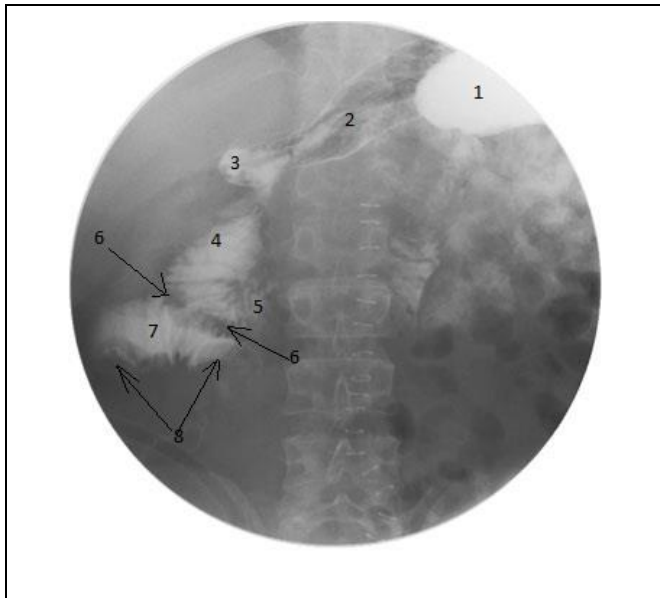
Прицельная рентгенография желудка и 12-типерстной кишки.
